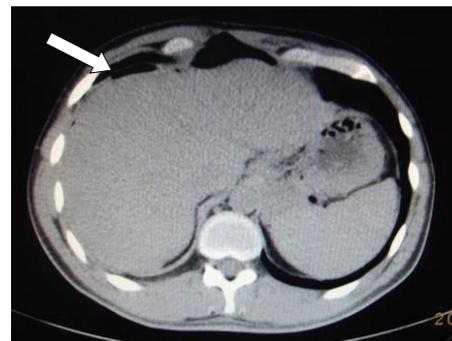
TAC con imagen de neumoperitoneo, la cual estaba asociada a perforación de intestino delgado.
